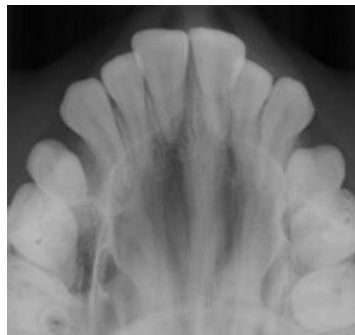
Radiografía oclusal²
